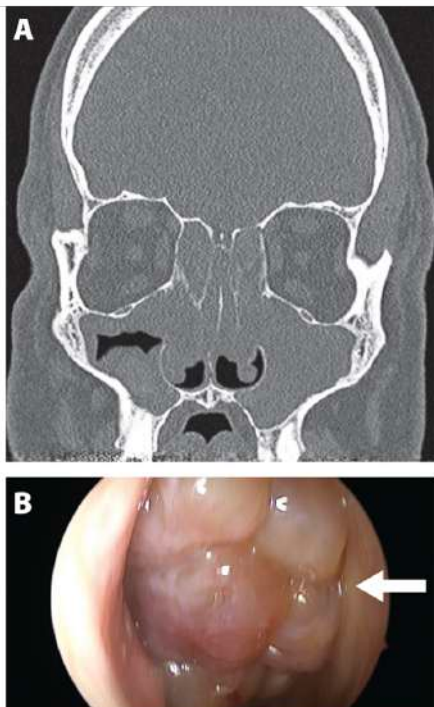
(A) Coronal section of CT sinus of a patient with NSAID-exacerbated respiratory disease. Complete opacification of the sinuses. (B) Endoscopic view of nasal polyps.
